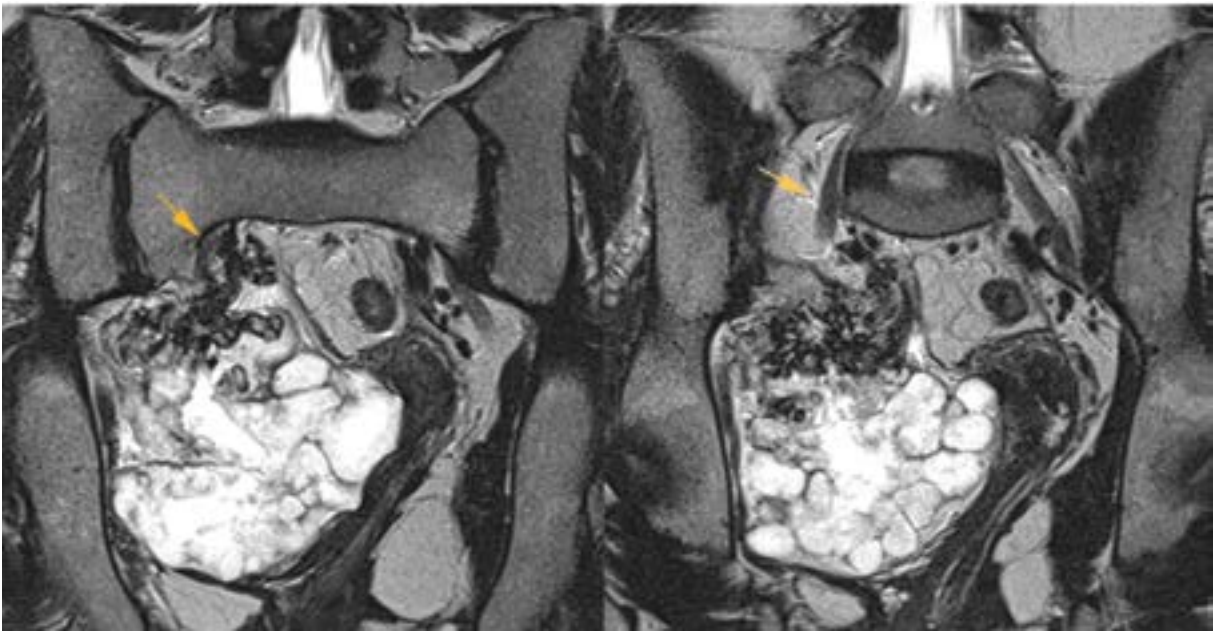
МРТ, T2-зображення коронарна та аксіальна площини. Стрілками вказано правий спинномозковий нерв L5, що проходить по задній поверхні утворення з медіального боку ніжки екзостозу, без його інвазії
